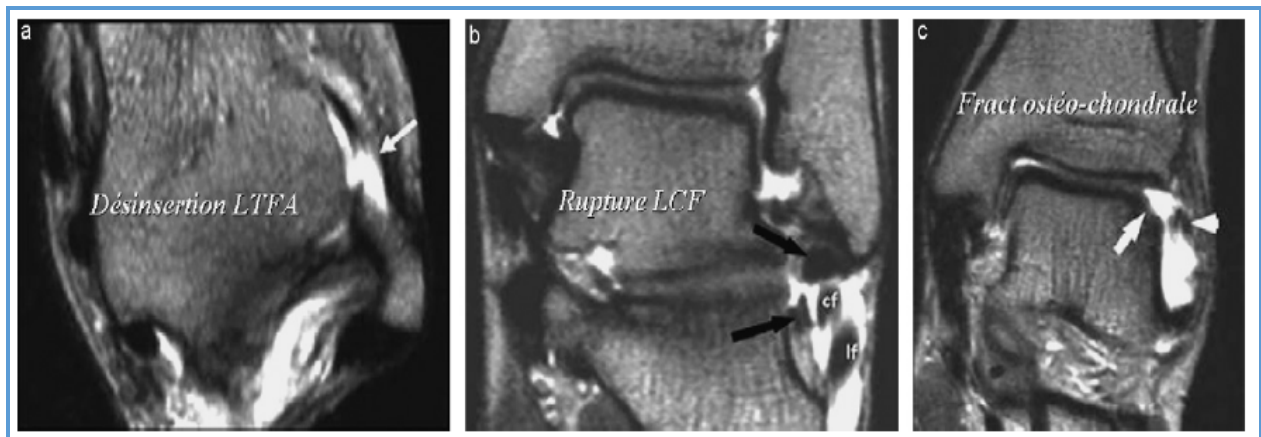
Arthro-IRM de la cheville. a : désinsertion du ligament talo-fibulaire antérieur ; b : rupture du ligament calcanéofibulaire ; c : fracture ostéochondrale latérale du talus [35].
